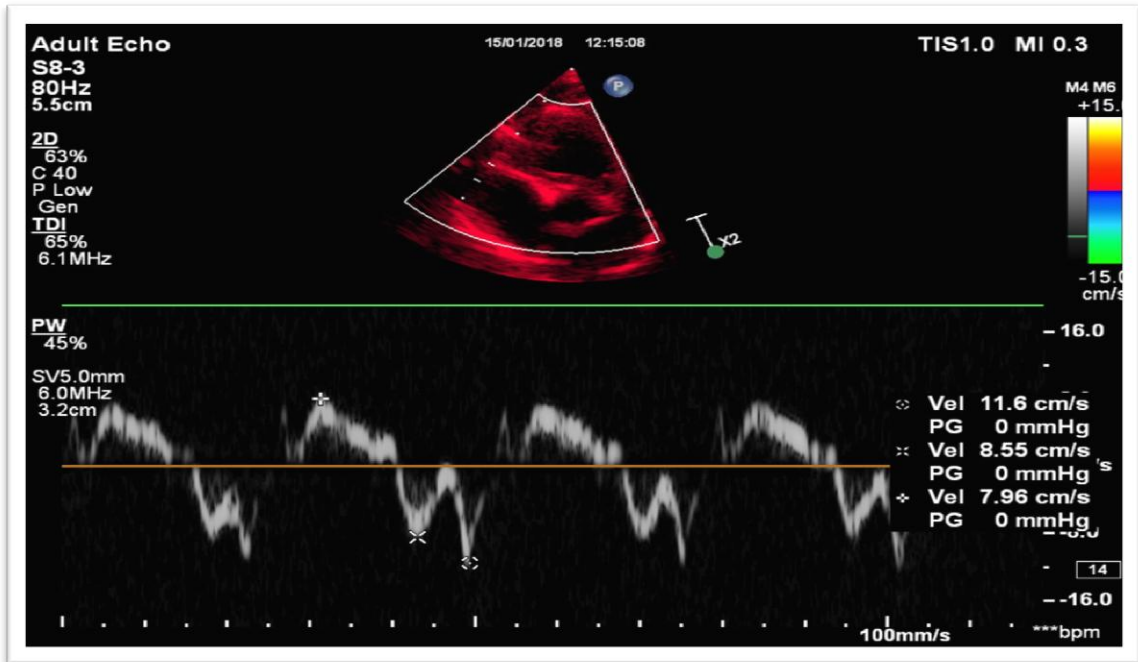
Tỷ lệ E/A - VHL <1 trên siêu âm Doppler của thai nhi nhóm ĐTD tuần 37. (Thai nhi của thai phụ NGUYỄN THU H., 31 tuổi, MHS: O80/1491)
